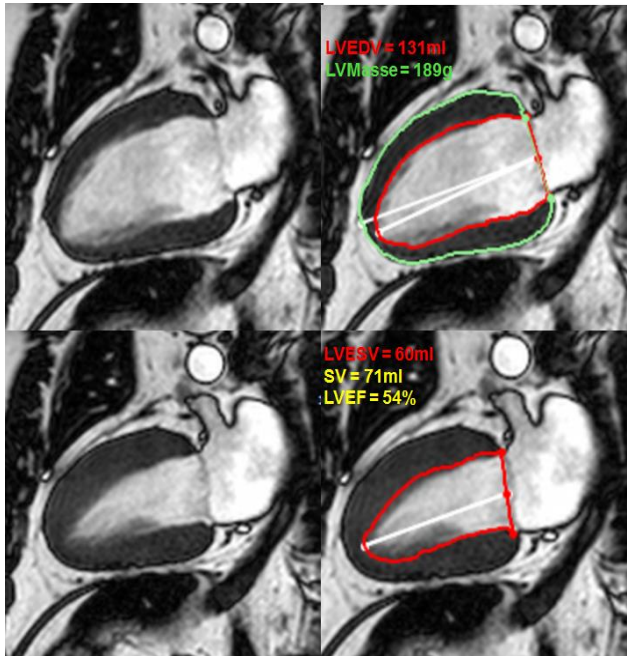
Bestimmung der linksventrikulären Volumina, Myokardmasse und Ejektionsfraktion mit dem Goldstandard MRT.
